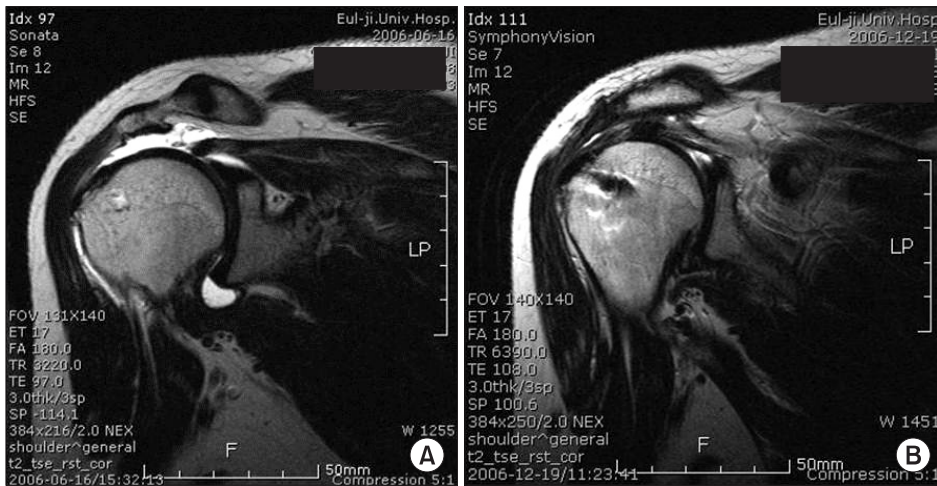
A 46-year-old female patient underwent open rotator cuff repair using an inter-positional acellular dermal matrix graft. (A) Pre-operative magnetic resonance imaging (MRI) shows a cuff tear with retraction. (B) Six-month follow-up MRI shows apparent integrity of the tendon.
